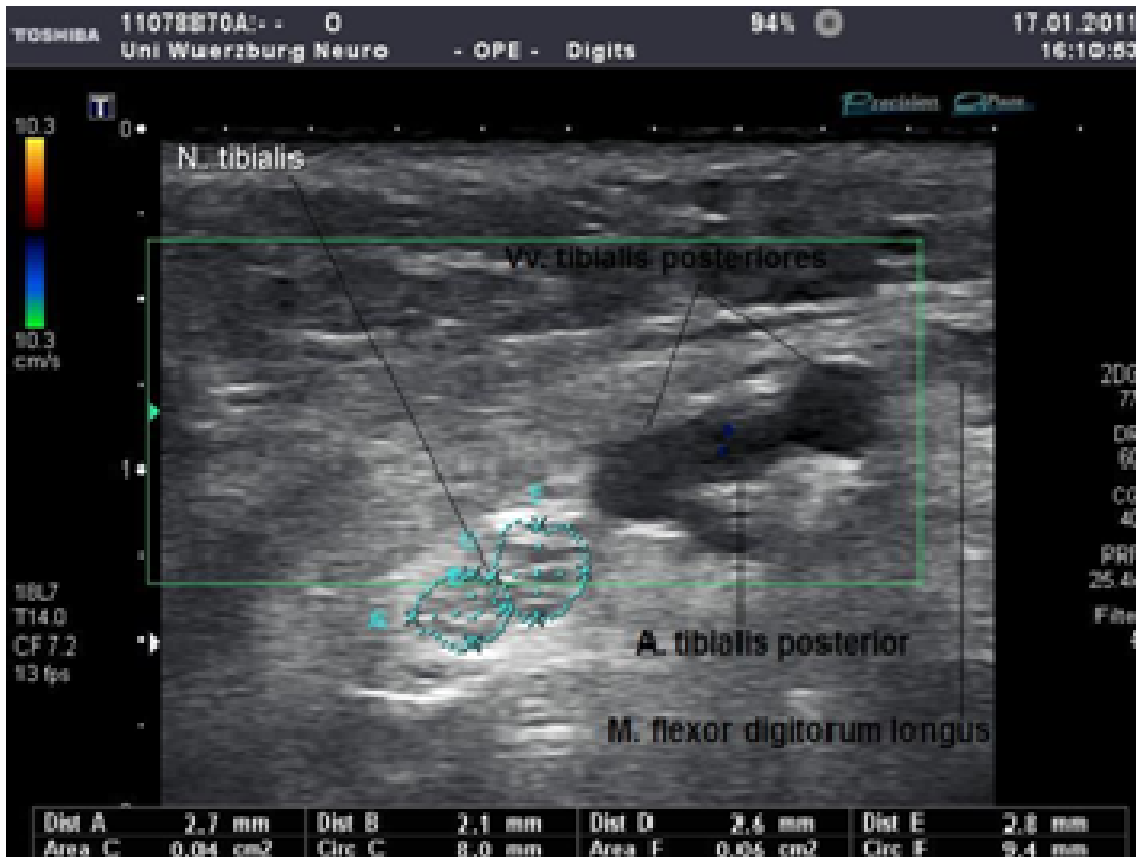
Sonographische Darstellung der zwei Teile des N. tibialis im Transversalschnitt
